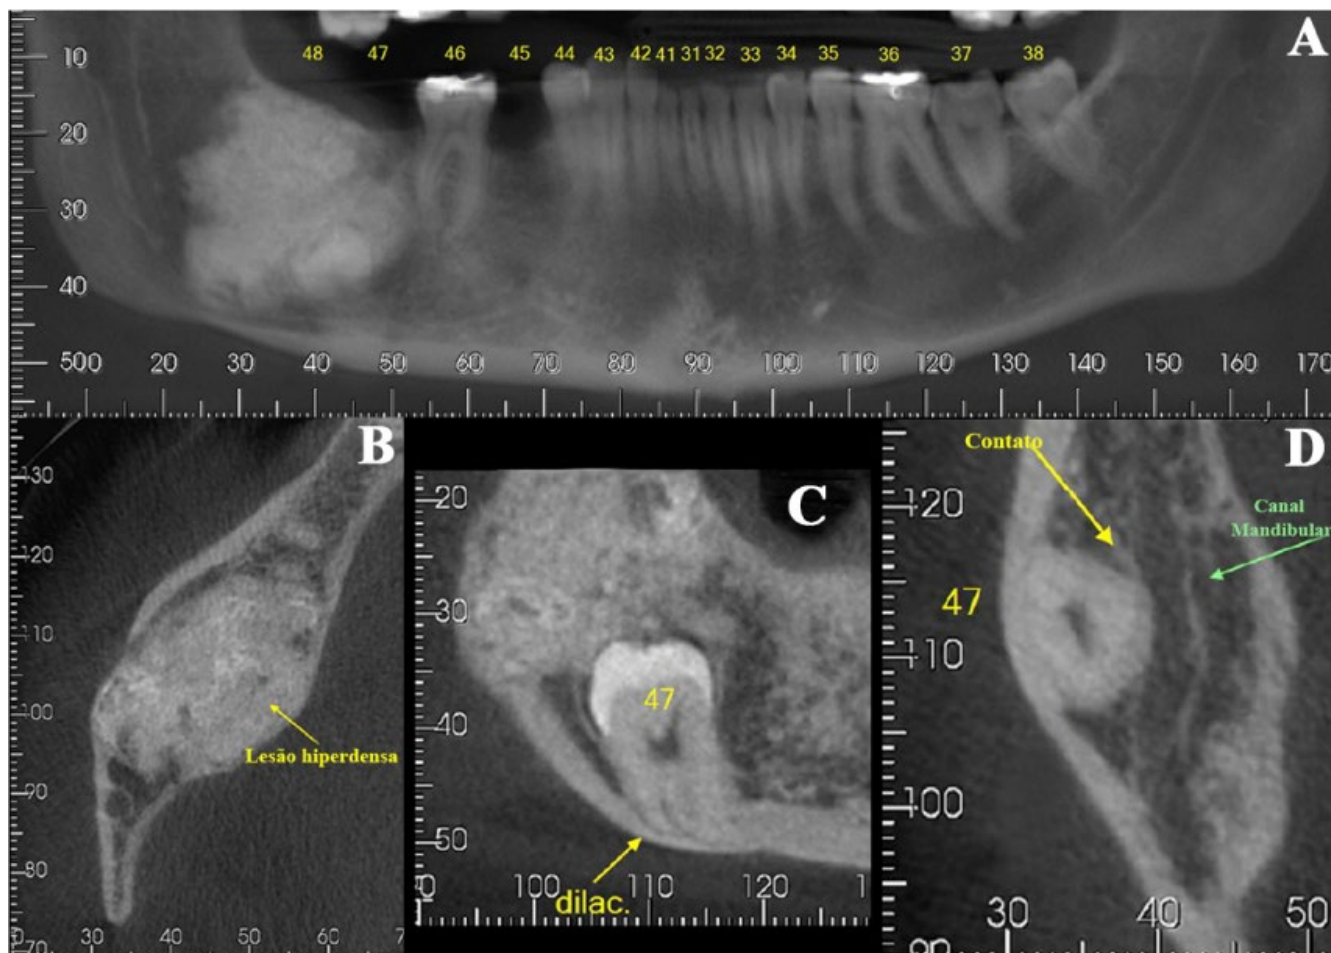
Tomografia Computadorizada de Aquisição Volumétrica revelando extensa lesão hipodensa em mandíbula, em vista panorâmica (A) e axial (B). As imagens C e D mostram o dente 47 (com raiz dilacerada) em relação à lesão e ao canal mandibular, em cortes corona.
